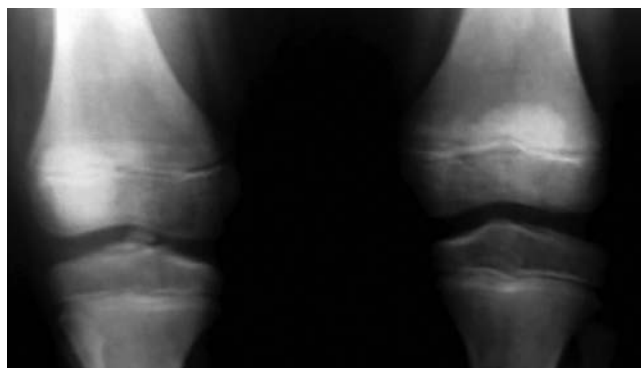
Рентгенограмма коленных суставов пациента М. до операции. Перелом межмыщелкового возвышения правой большеберцовой кости, 2-й тип
